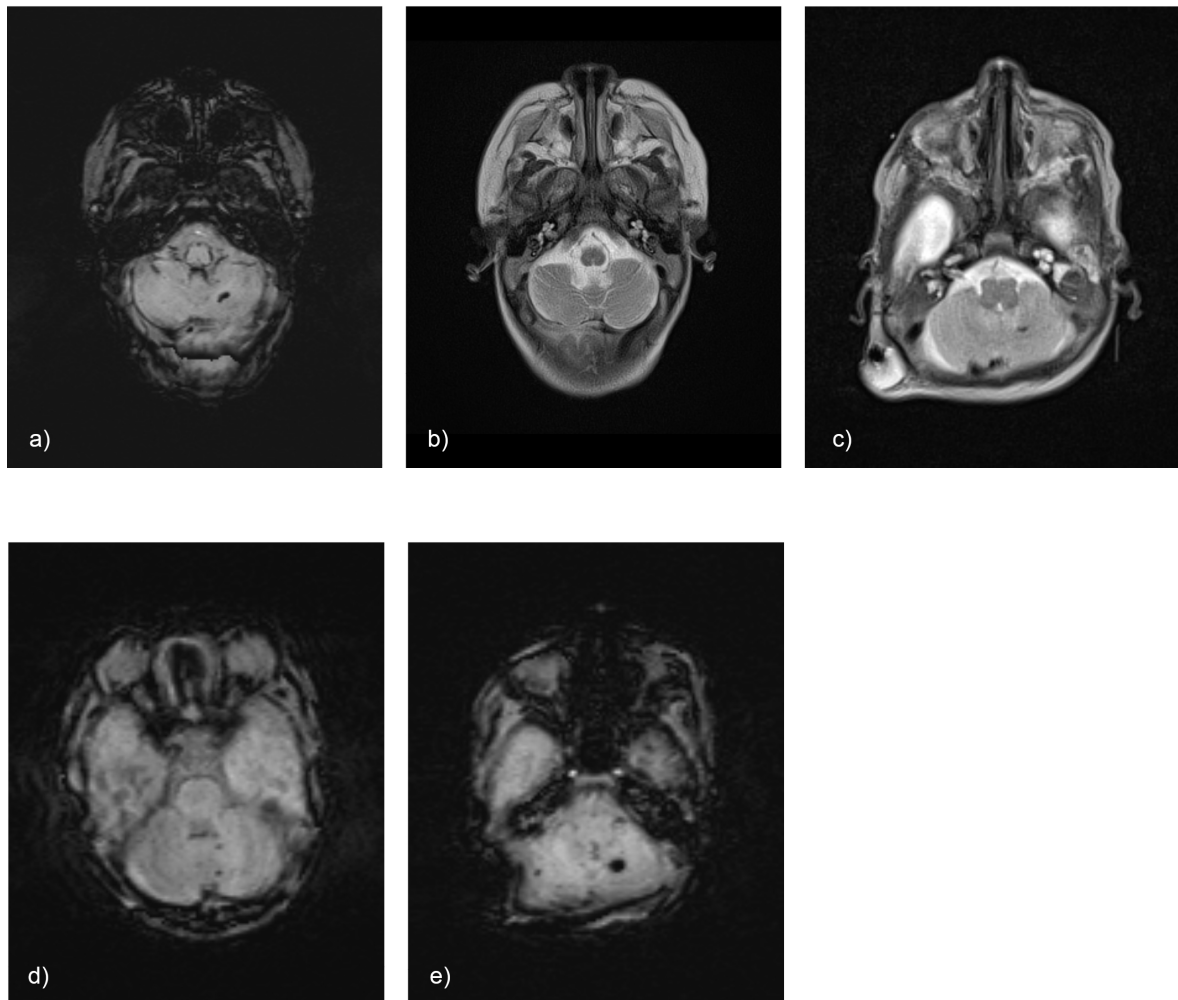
MRT Bilder Kleinhirnblutung
